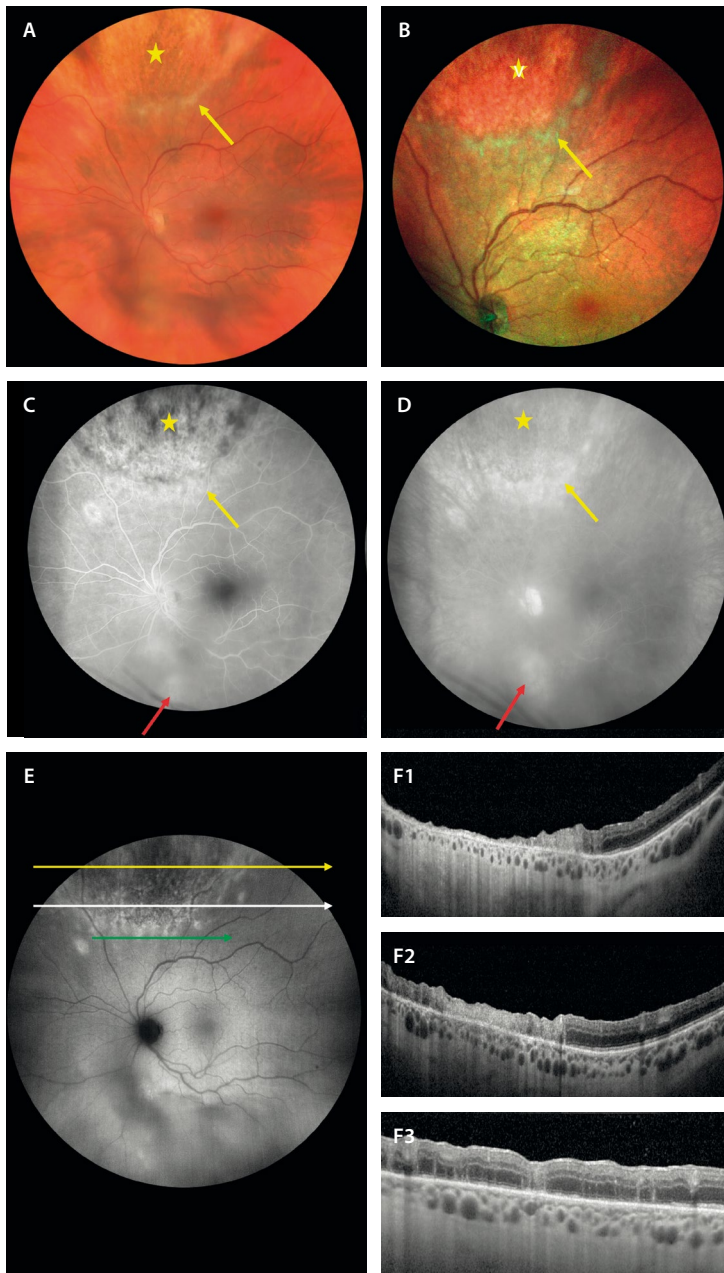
Retinitis granular por citomegalovirus. A) La retinografía muestra un área circular con cambios granulares (estrella amarilla) en la periferia media superior con un frente de retinitis blanquecino (flecha amarilla). B) La imagen multicolor realza las características de A al basarse en la reflectividad. C) Los tiempos precoces de la angiografía con fluoresceína permiten ver un área con cambios granulares hipofluorescentes (estrella amarilla) que ganan en fluorescencia en tiempos tardíos (D), así como un frente activo más hiperfluorescente (flecha amarilla), que también realiza fluorescencia en tiempos tardíos. Es importante la imagen de campo amplio porque permite ver un segundo foco (flecha roja) que en la exploración pasó desapercibido. E) La autofluorescencia delimita la parte más inactiva granular como hipoautofluorescente, y la activa, más posterior, como hiperautofluorescente y multifocal. F1-F3) Se muestran tres cortes de la tomografía de coherencia óptica señalados en E de arriba abajo, desde la parte más inactiva a la menos activa. F1) En la zona menos activa muestra signos de atrofia de todas las capas de la retina. F2) La imagen del frente activo muestra una hiperreflectividad de todas las capas de la retina con adelgazamiento de esta. Destaca la ausencia de sombra posterior. F3) En la transición entre retina sana y patológica muestra líneas hiperreflectivas.
